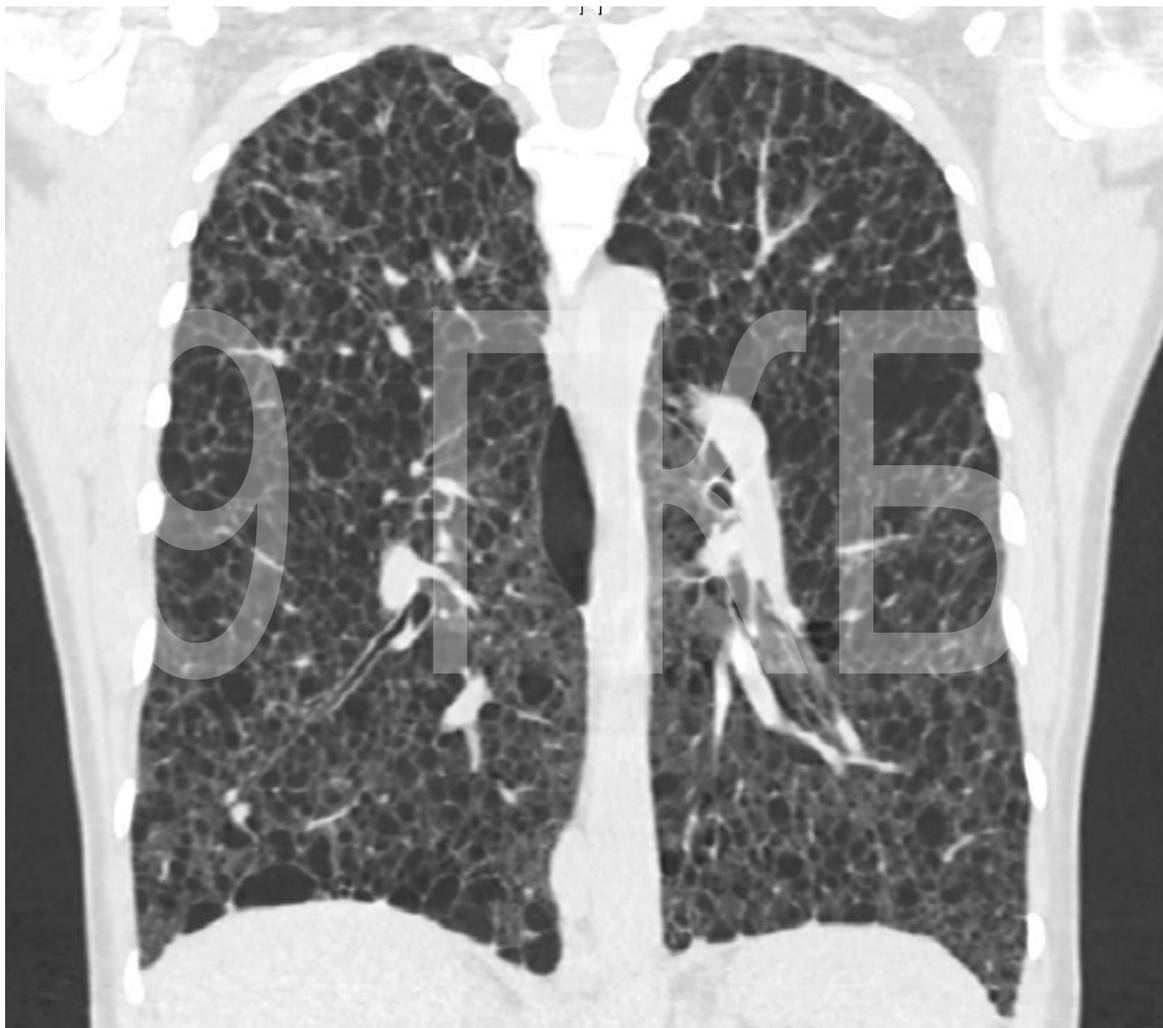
КТ ОГК пациентки с лимфангиолейомиоматозом до операции.
